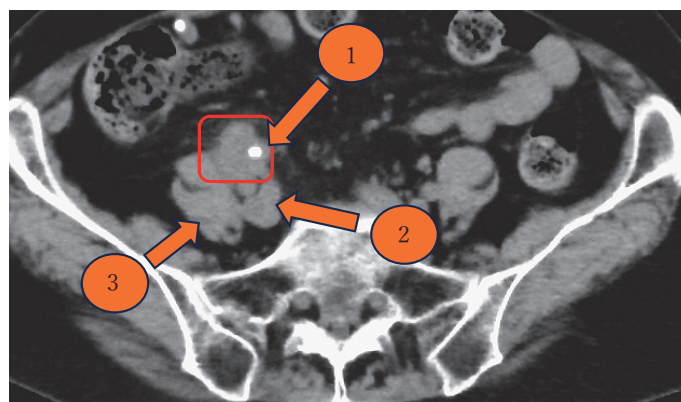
Follow-up CT scans conducted 1 month later reveal proximal right hydronephrosis and ureteral involvement, indicative of tumor progression.
